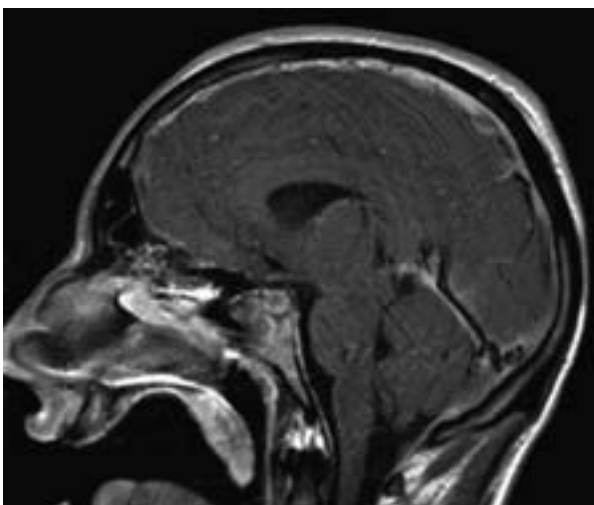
Resonancia magnética nuclear: corte sagital, realce leptomeníngeo y paquimeníngeo de las convexidades.
